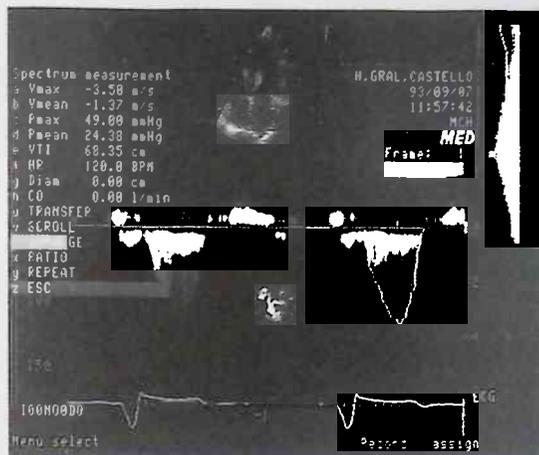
Registro con Doppler continuo de la velocidad del tracto de salida del ventrículo izquierdo posterior a la implantación del MP. Existe una disminución de velocidad del flujo: 3,5 m/seg que se corresponde con un gradiente máximo de 49 .mm Hg. lo que significa una reducción del gradiente de 116,9 mm Hg.
